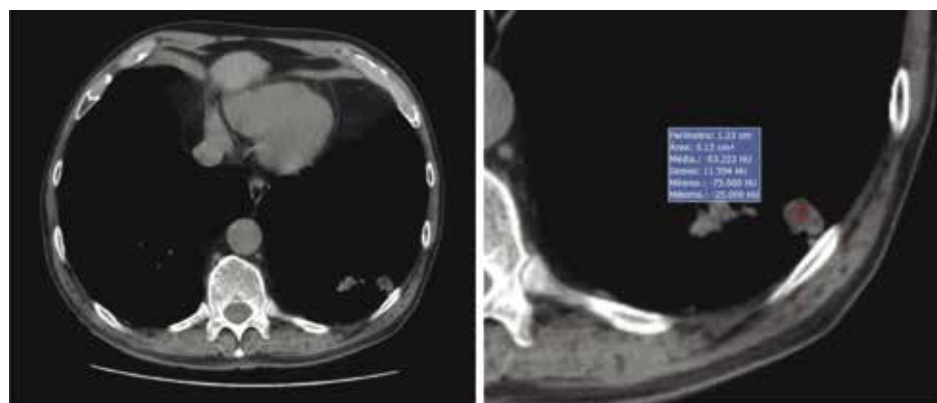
TC de tórax, em janela de partes moles, sem contraste, demonstrando nódulo na periferia do lobo inferior esquerdo com densidade de gordura.
